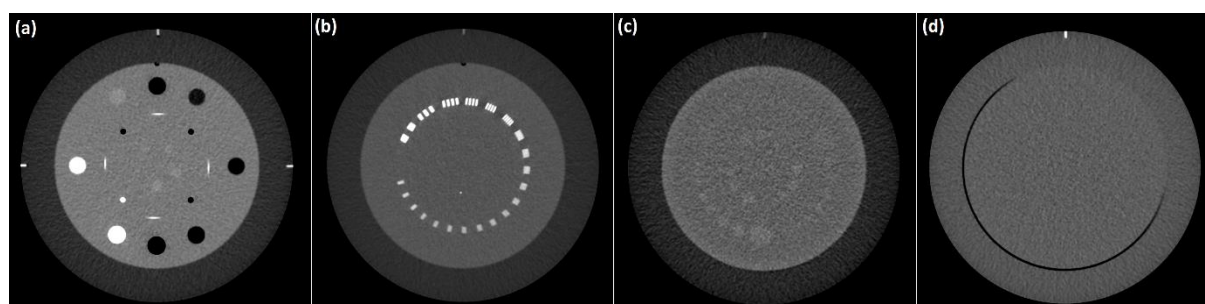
Immagini CT da sinistra a destra: (a) modulo sensitometria (CTP404), (b) modulo ad alta risoluzione (CTP528), (c) modulo a basso contrasto (CTP515) e (d) modulo di uniformità (CTP486).
